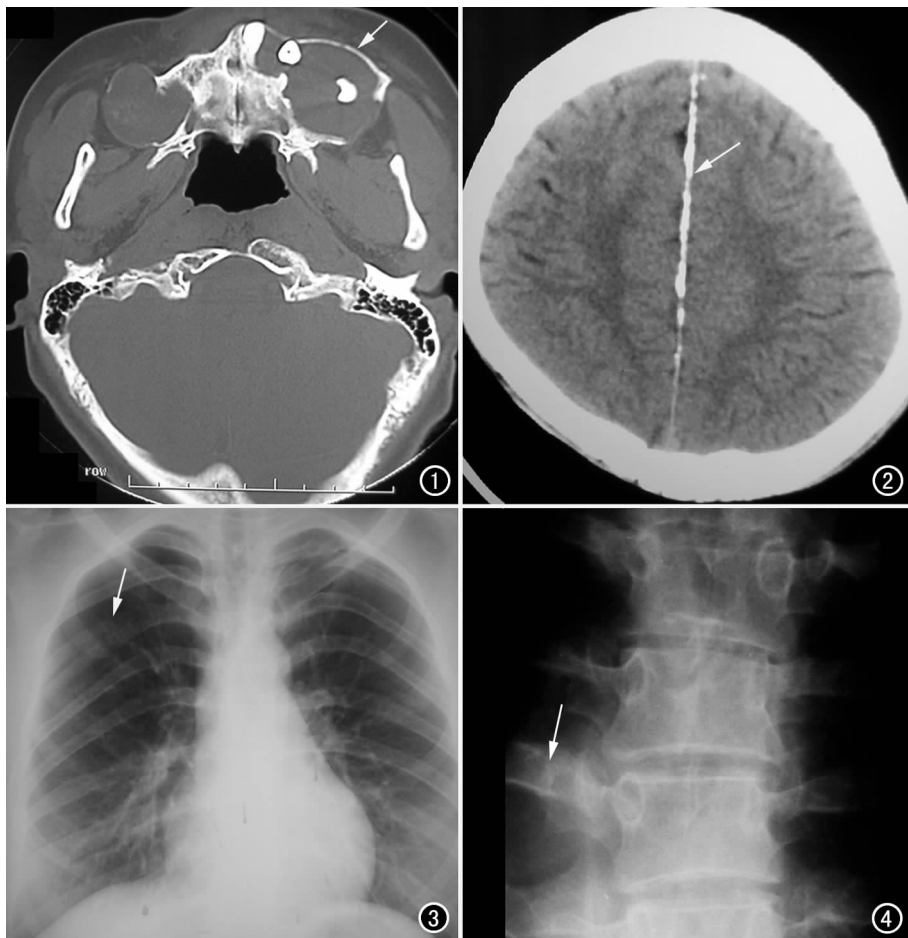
CT 增强扫描(骨窗)示上颌骨多发囊肿,边界清晰,周边环形增强,囊肿邻近的部分骨壁变薄(箭)。图 2 CT 平扫示大脑镰层状钙化(箭)。图 3 胸部正位片示右侧第 4 后肋分叉(箭)。图 4 胸椎正位片示节段胸椎向右侧突(箭)。
